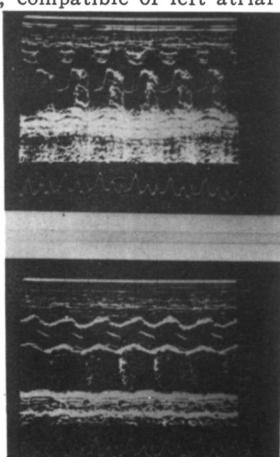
Preoperative echocardiogram shows typical tumor echoes behind the anterior mitral valve leaflet, representing movement of tumor within the left atrial cavity.
